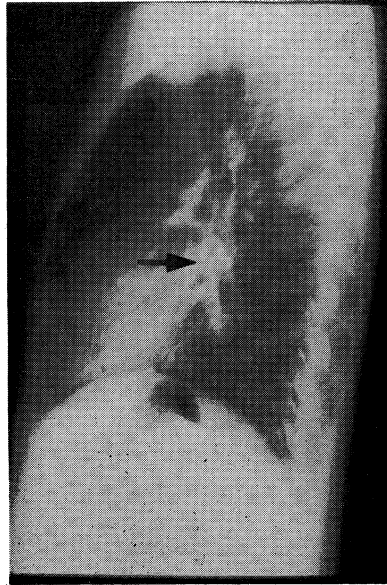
Chest x-ray film (lateral view).
